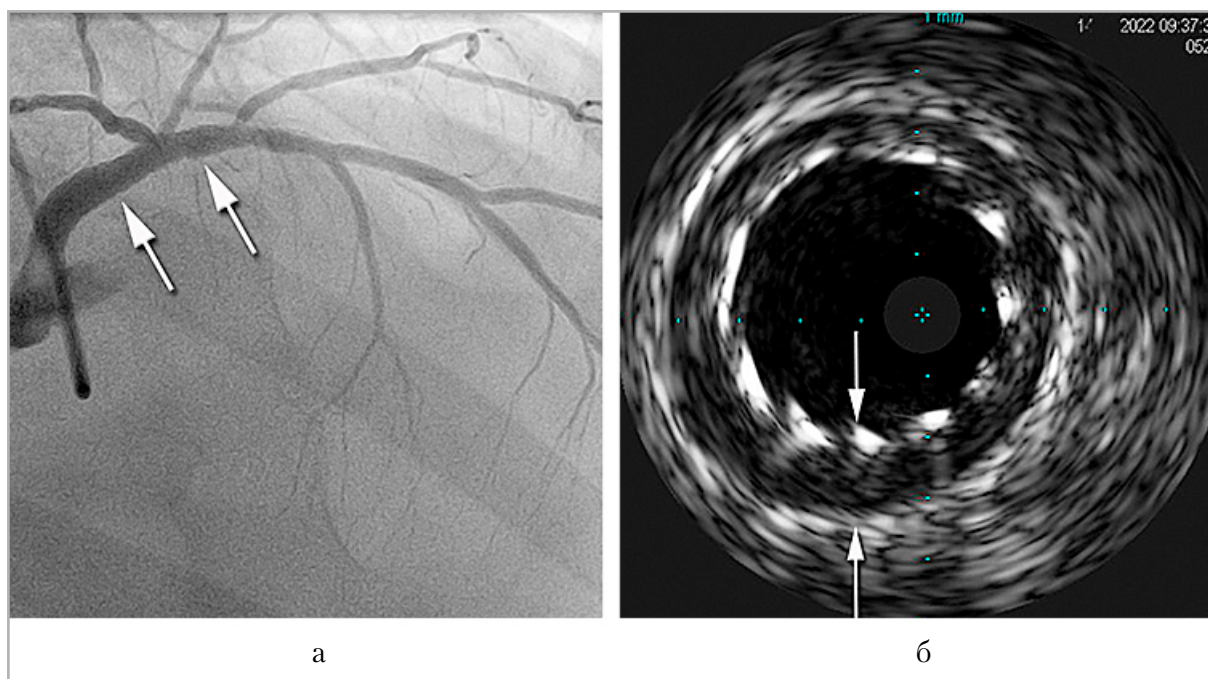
Коронарограмма ствола ЛКА и ПНА (а), ВСУЗИ ЛКА (б): а — оптимальное расположение стентов в просвете ствола ЛКА и ПНА по данным ангиографии (стентированные сегменты указаны *стрелками*); б — неполное прилегание стента к сосудистой стенке в стволе ЛКА (расстояние между стратами стента и стенкой сосуда указано *стрелками*)
